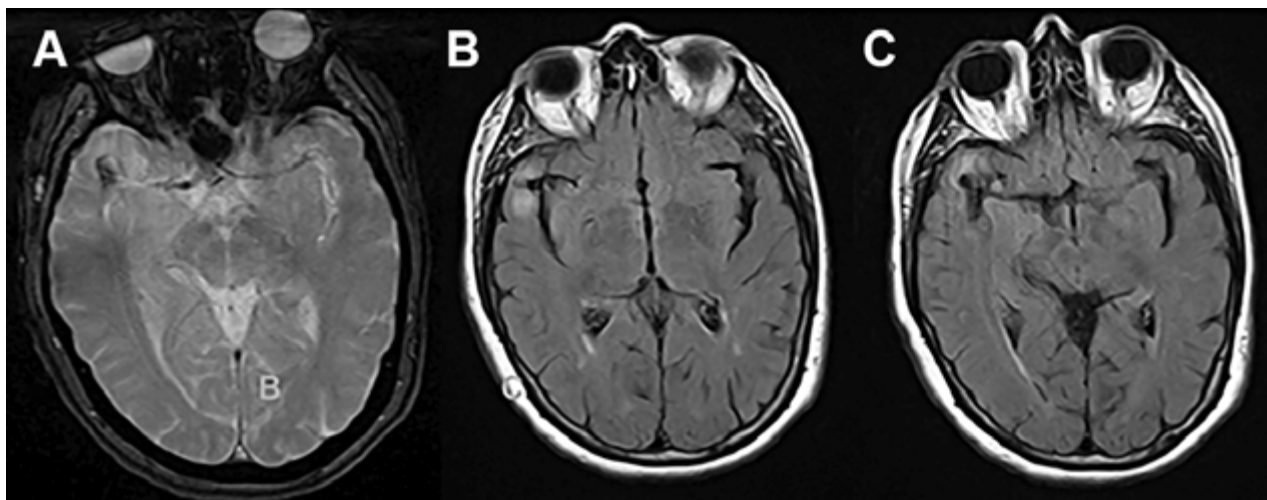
A nivel del surco silvano derecho y en relación a la arteria cerebral media homolateral, se evidencian imágenes de baja señal en secuencia de gradiente eco (GRE) de aspecto sacular (A), en secuencia FLAIR se observa a nivel del surco Silvano en territorio de la arteria cerebral media derecha imagen hipointensa de forma sacular sugestiva de probable formación aneurismática, adyacente a la misma se aprecia hiperintensidad en parénquima cerebral sugestiva de edema (B y C).
